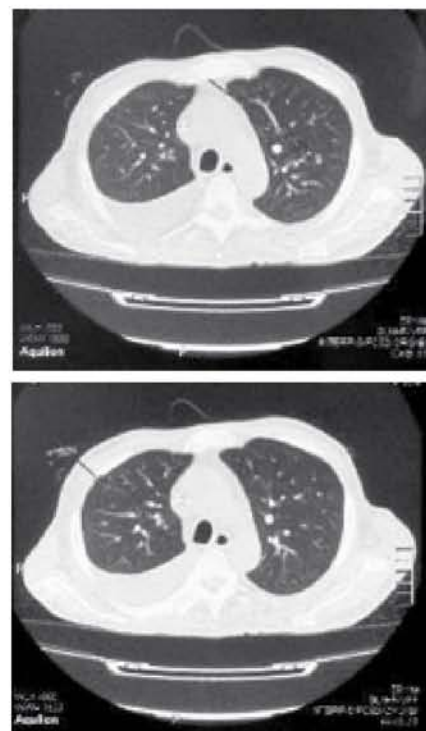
КТ органов грудной клетки от 19.09.12 г.
